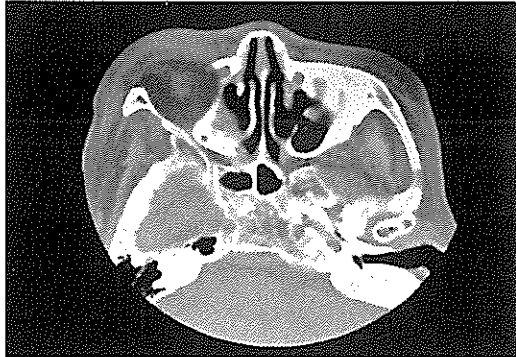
PNS CT 소견. 우측 안와 하방부에 종괴성 병소가 관찰된다.
